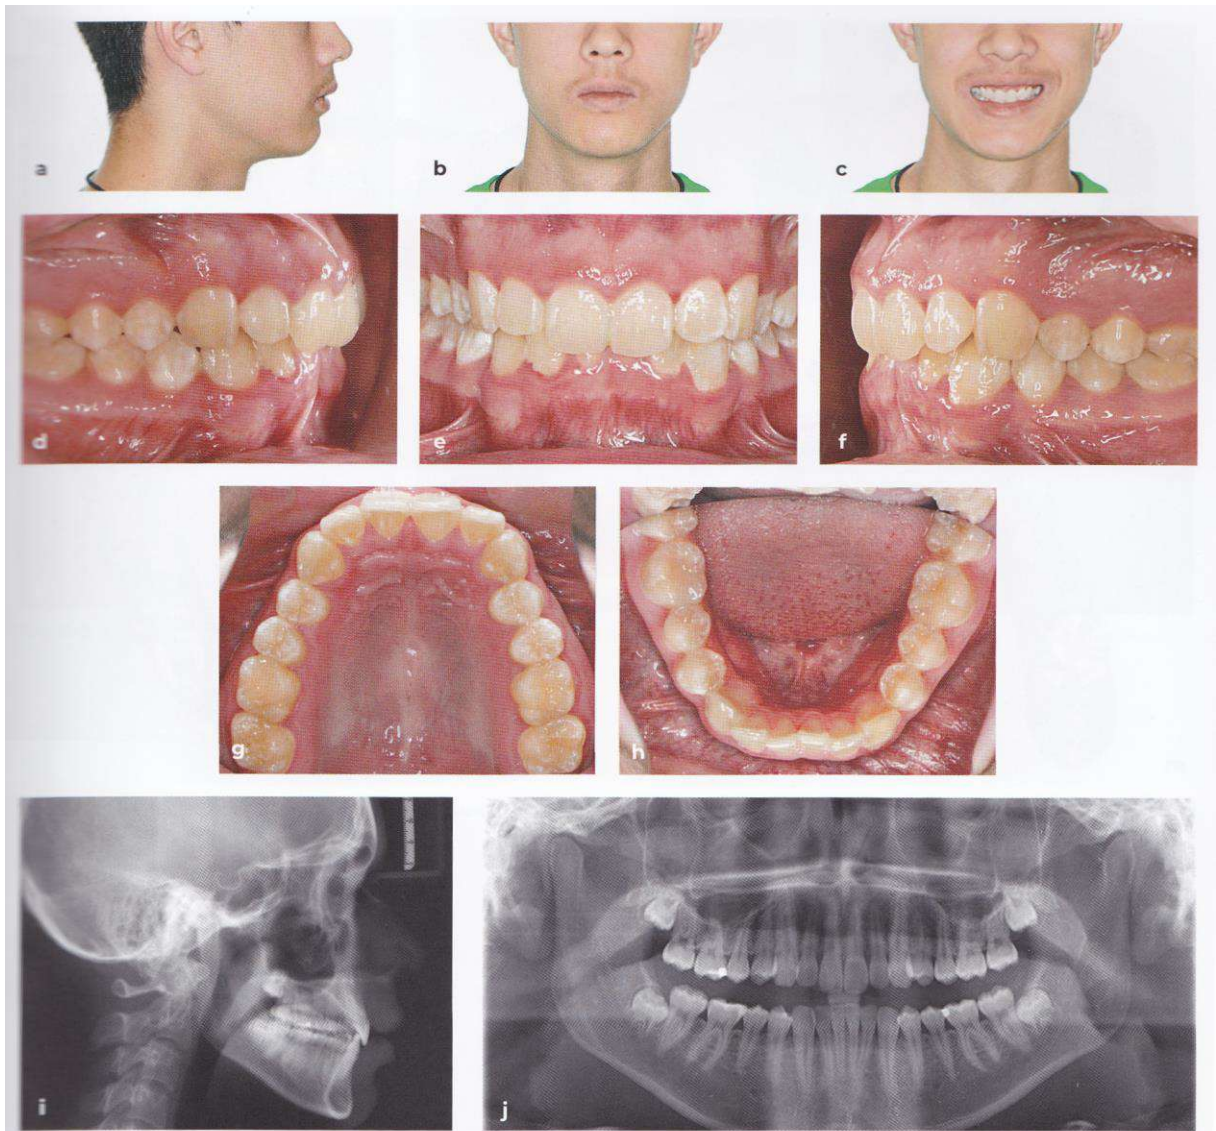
Bilan photographique et radiographique complet (51)
